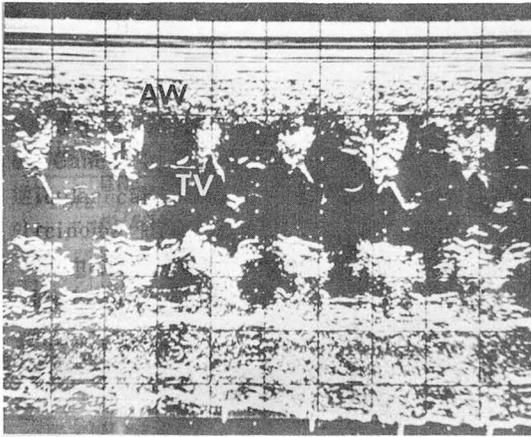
Echocardiography reveals tumor echoes (T) in the right ventricular outflow tract during diastole. TV : tricuspid valve AW : anterior wall of right ventricle.
